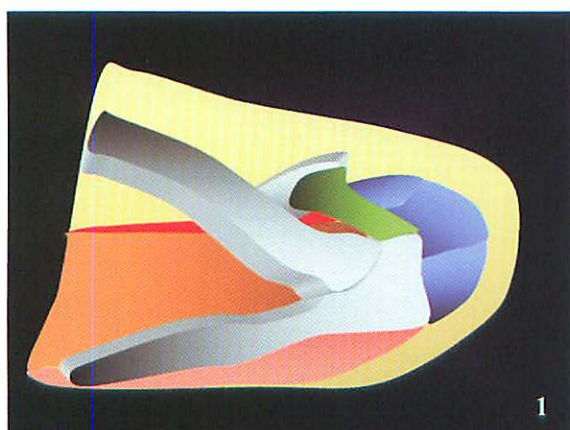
Conflit antéro-interne en TDM avec une coracoïde très développée.
